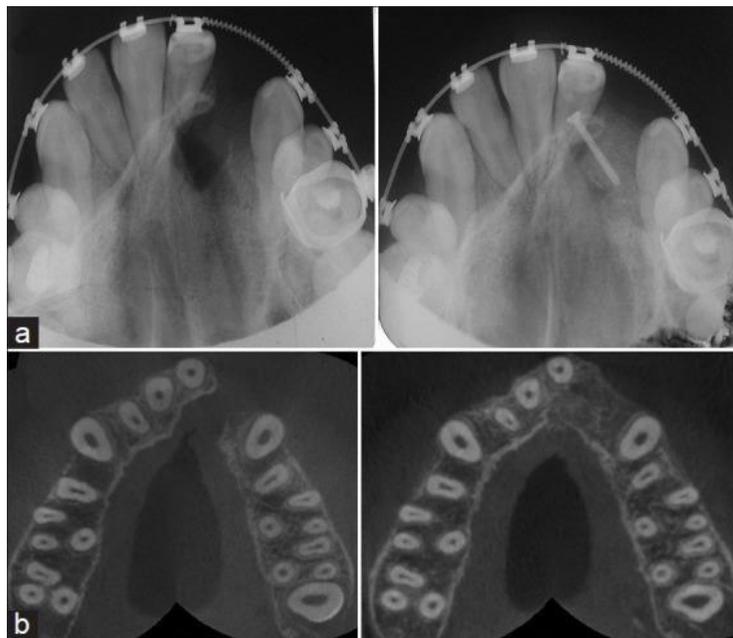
a) Radiografía oclusal del defecto alveolar antes / después del injerto. (b) Vista de haz cónico antes / después del injerto óseo. <sup>42</sup>
